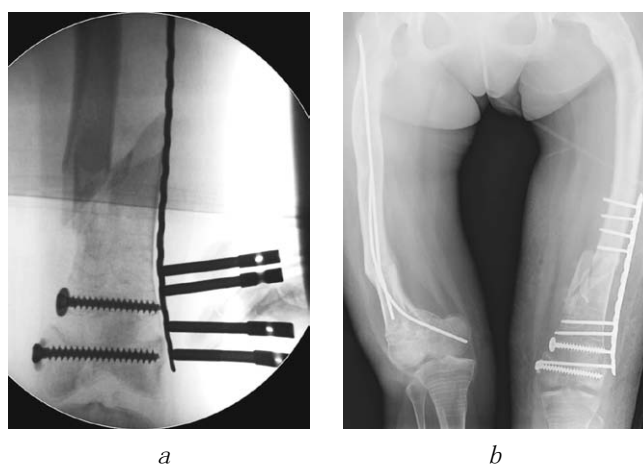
术中左侧股骨X线片，（a）钢板微创接骨；（b）术后股骨额状面平片
